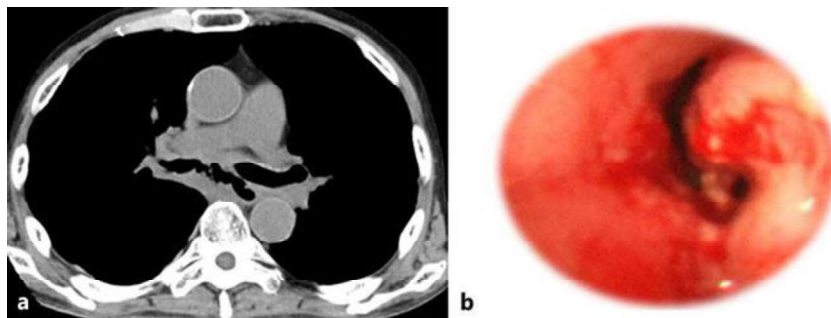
a Computed tomography of the chest on day 108, showing a connection between the esophagus and the right main bronchus. b Bronchoscopy demonstrated a tumor with the fistula in the right main bronchus.
